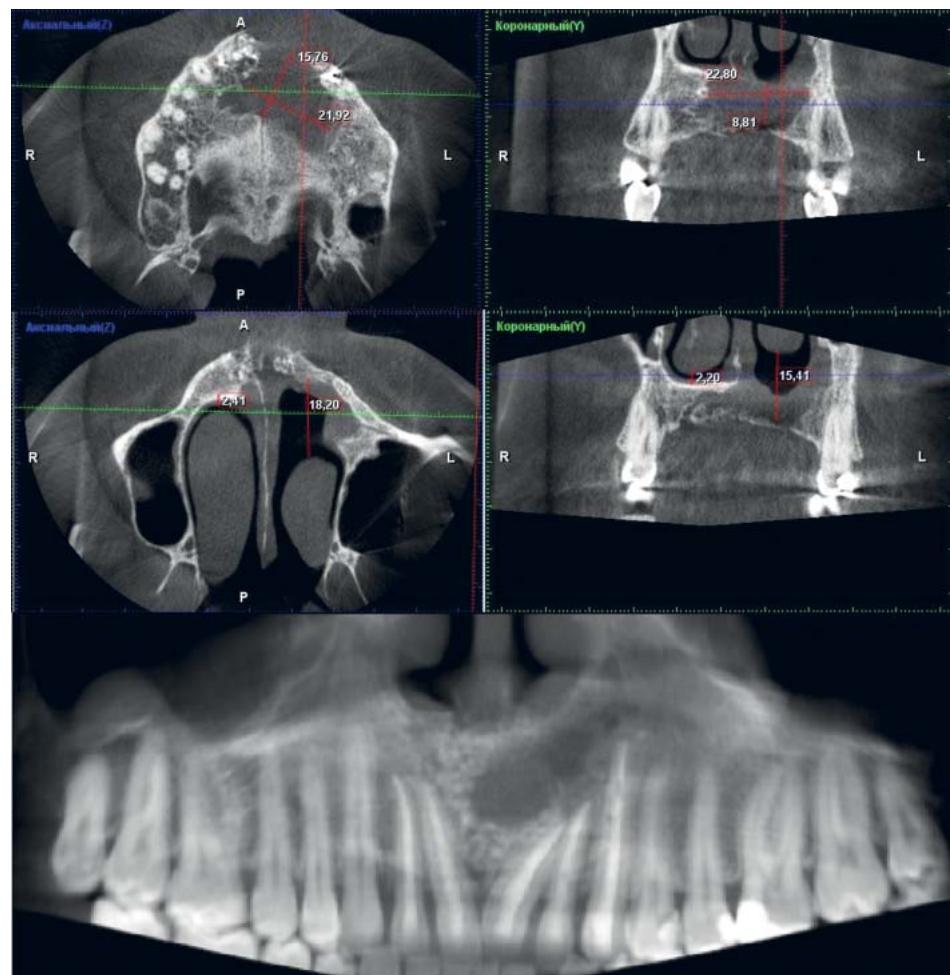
Пациент Д., 33 года: данные конусно-лучевой компьютерной томографии. Состояние полости дефекта через 9 мес после последнего оперативного вмешательства
